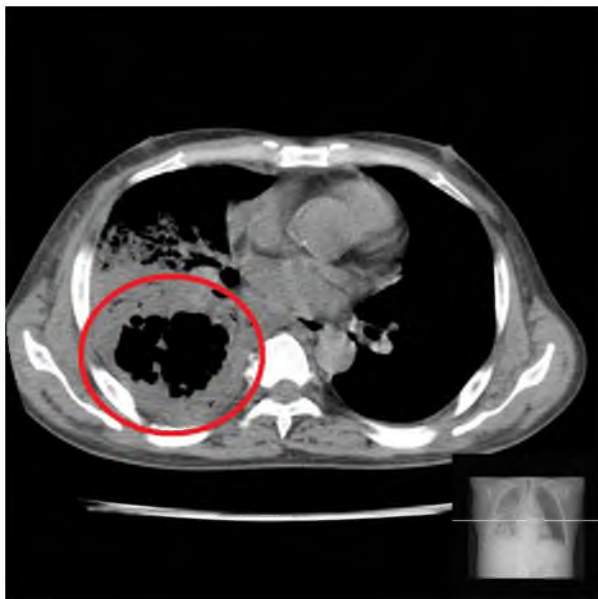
КТ-снимок пациента Т. с абсцессом нижней доли правого легкого
